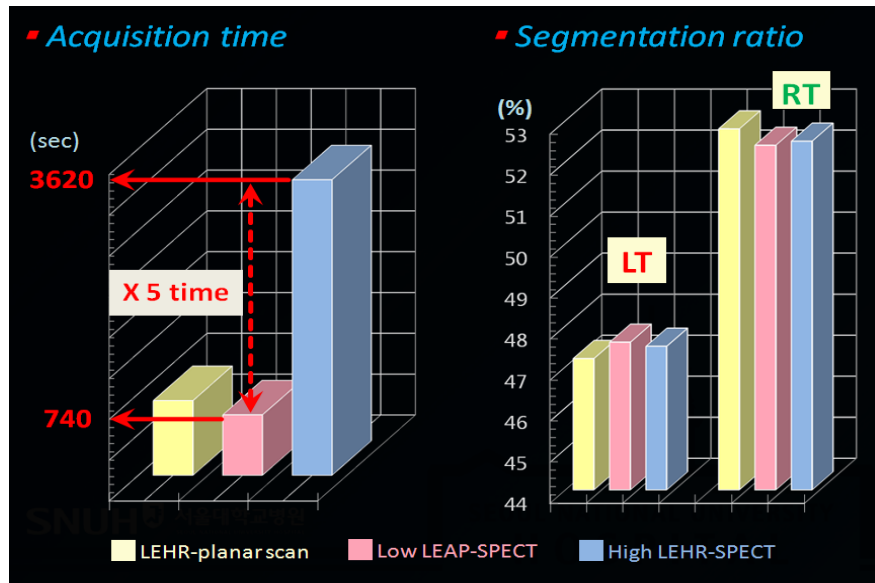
This is Summary slide. Compared it with high counts mode SPECT inspection time which is a existing lung ventilation SPECT inspection method and all lung ventilation study experimental results are appeared to be statistically significant.
